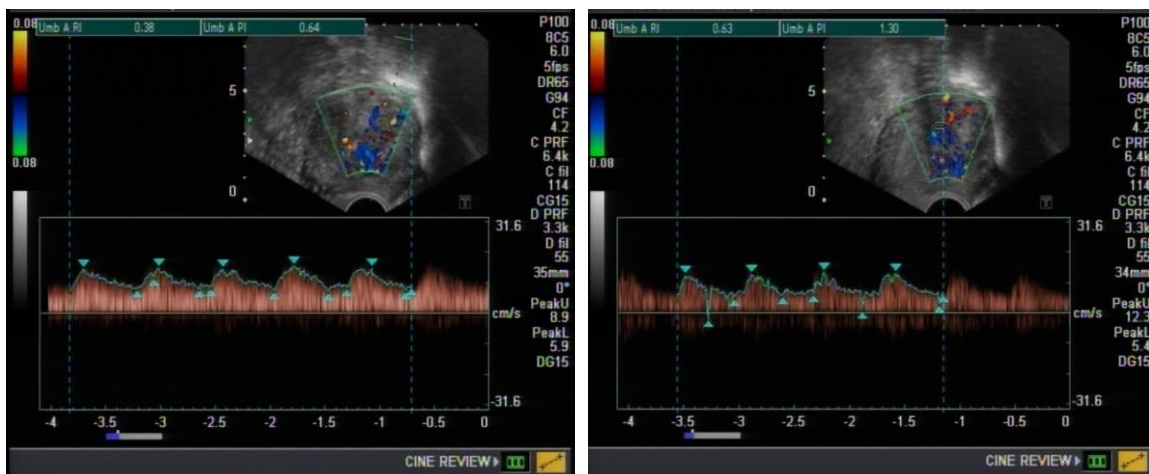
Dopplersonographie des zellreichen Leiomyoms aus Abb. 65: zentraler RI: 0,38, peripherer RI: 0,63
